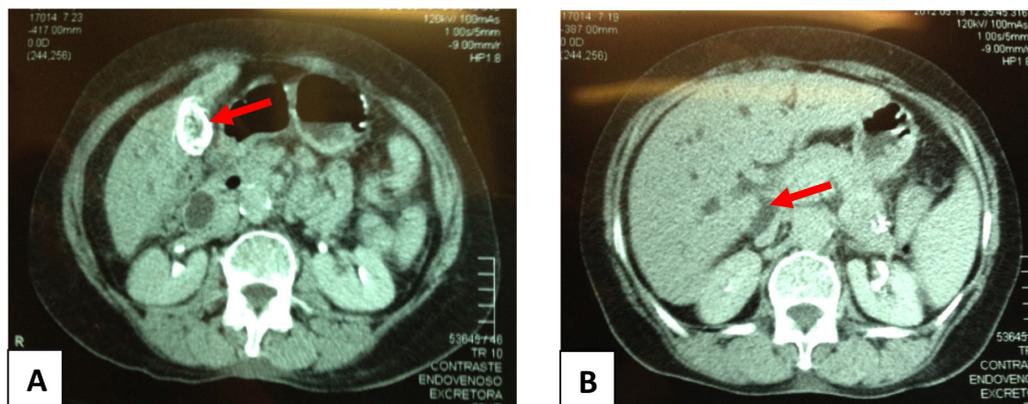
A. Tomografia computadorizada de abdome evidenciando calcificação circunferencial da vesícula com espessamento de parede, caracterizando a vesícula em porcelana (seta). B. Tomografia computadorizada de abdome mostrando dilatação da via biliar extra-hepática, com aumento do colédoco (seta).
